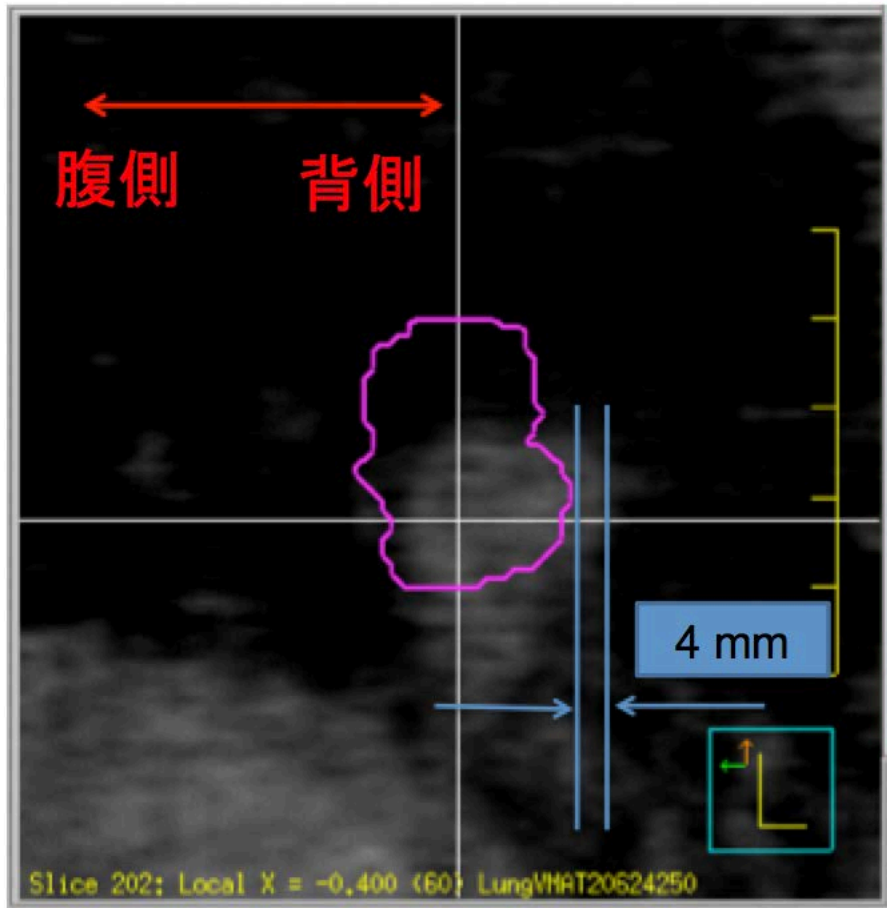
治療中 4D CBCT における ITV と実際の腫瘍位置の比較 (矢状断)
